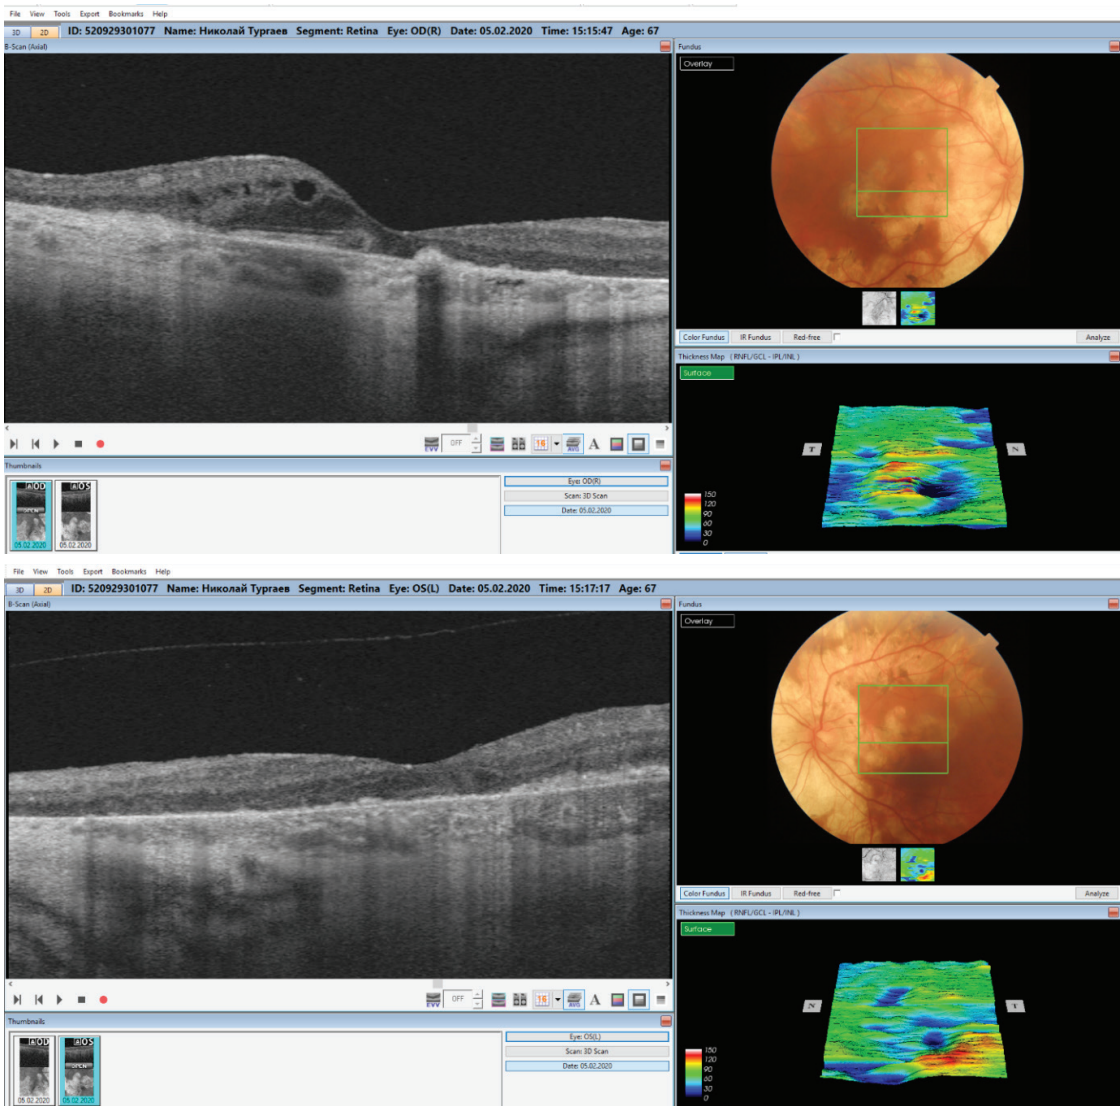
Оптическая когерентная томография сетчатки
